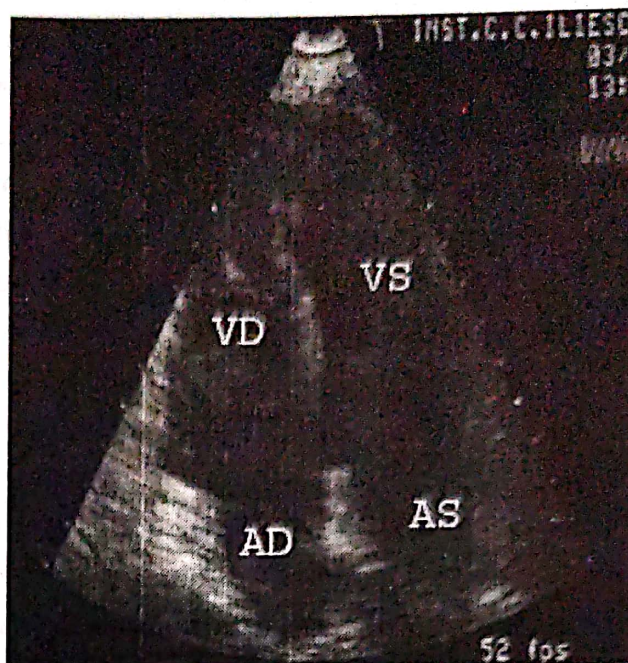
Ecografia transtoracică 2D: secțiune apicală 4 camere-postoperator.
